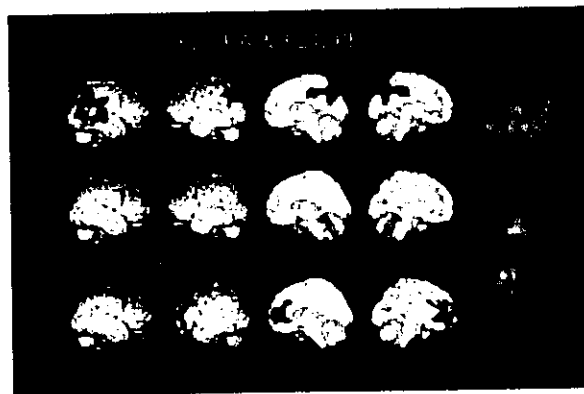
尾状核, 前部帯状回の FDOPA Ki 値 と FDG PET の相関部位 ($Z > 2.33$, corrected $p < 0.05$)
